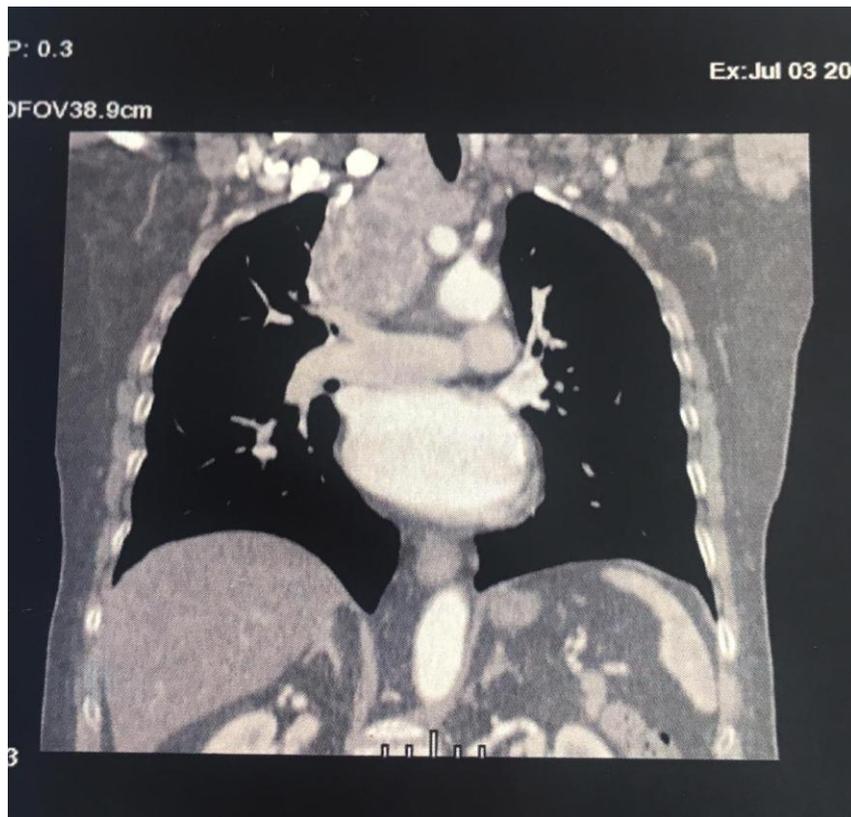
Coupe coronale d'une TDM cervico-thoracique révélant un goitre plongeant du côté droit arrivant jusqu'au niveau de la crosse aortique.
